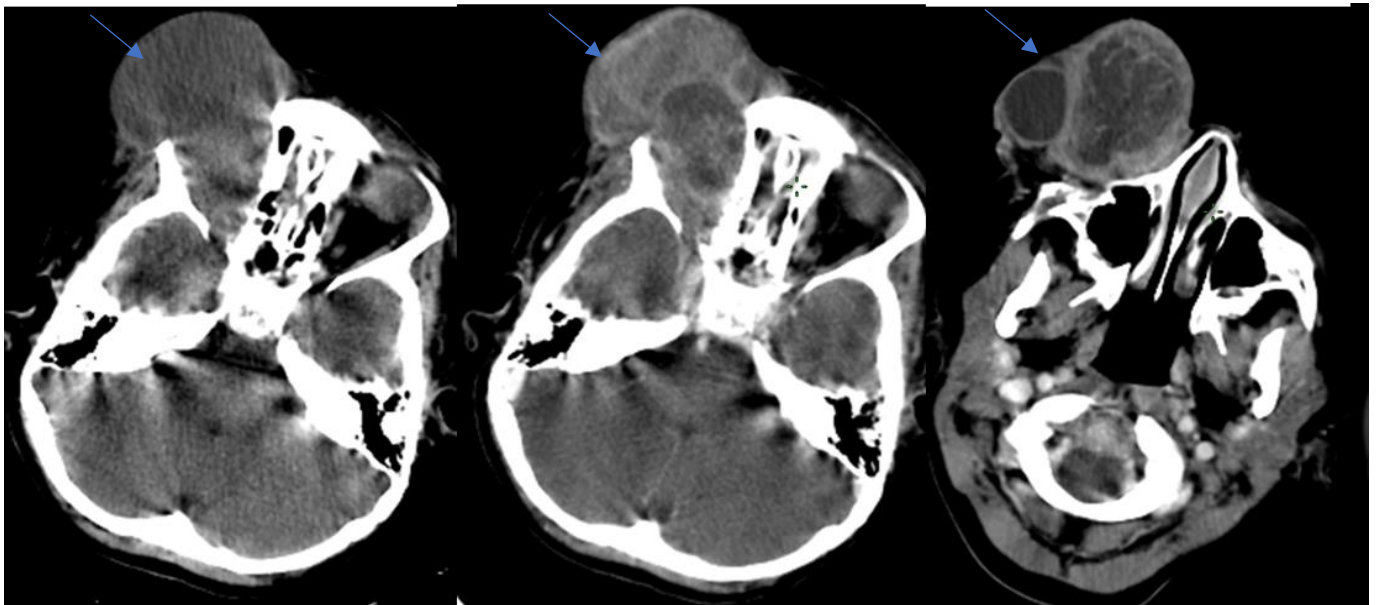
TDM orbitaire injectée en coupes axiales :
